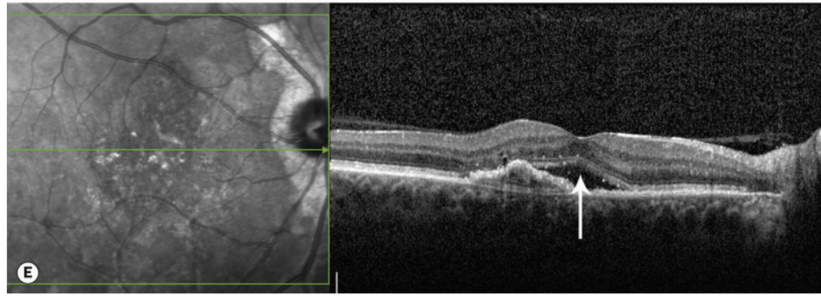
Tomografía de coherencia óptica I. MNV tipo I con fluido subretiniano (flecha blanca) asociado. *Figura original de: Bowling B. KANSKI Oftalmología Clínica. 8ª Ed. Barcelona. Elsevier España; 2016(1).*
